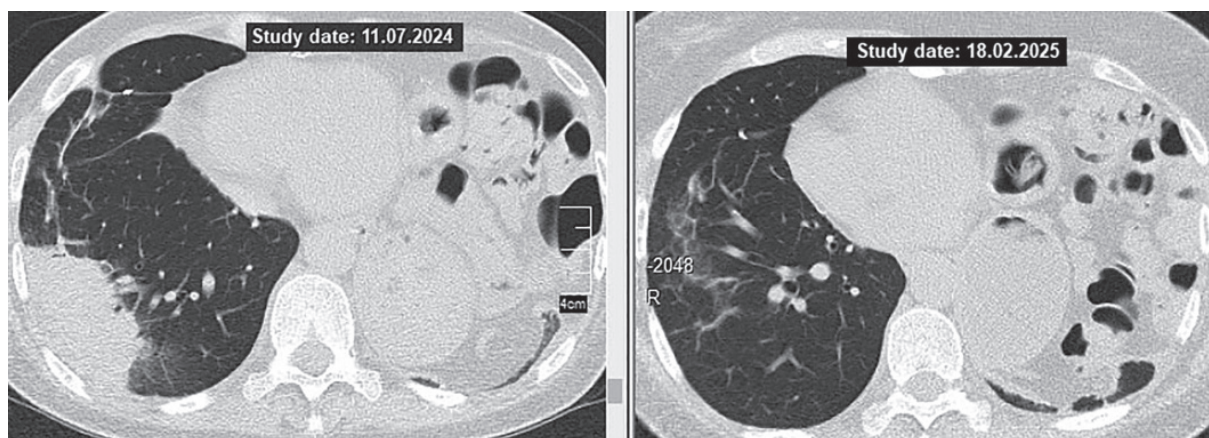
КТ ОГП пацієнтки Б.: ліворуч — ознаки рецидиву в вигляді великої ділянки консолідації в нижній долі правої легені; праворуч — повна регресія з утворенням ділянки інтерстиційного фіброзу
